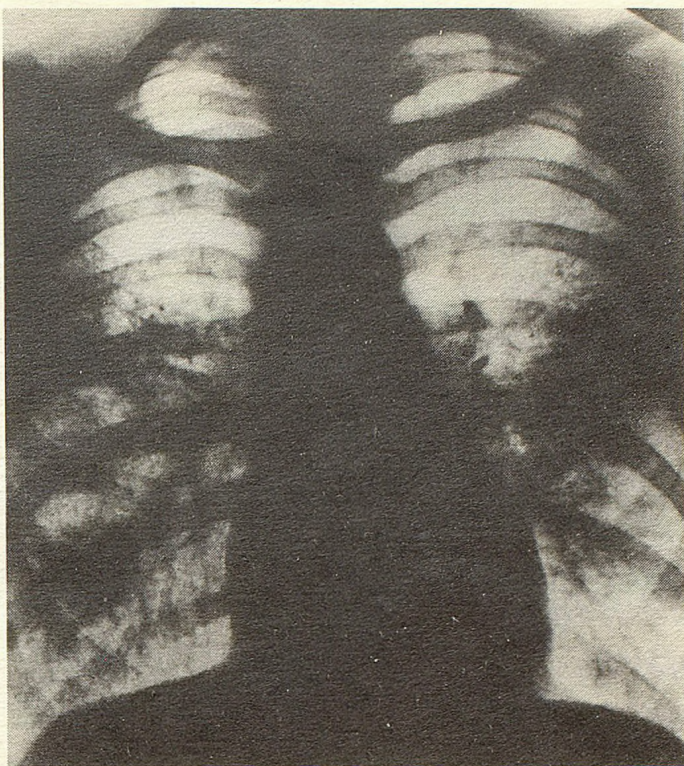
Рентгенограмма грудной клетки больного Б. при первом поступлении.
